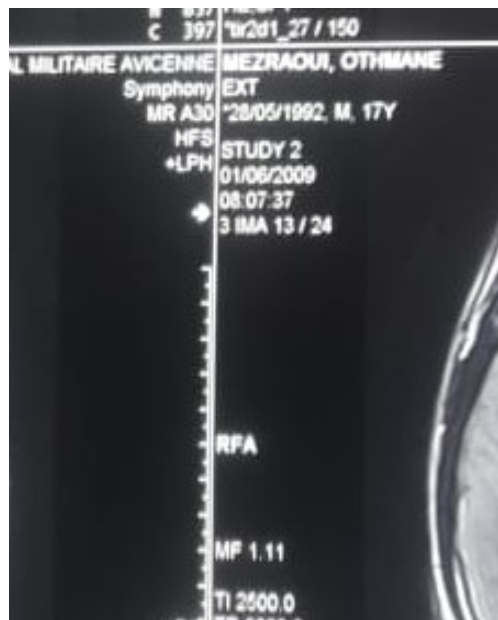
IRM cérébrale en séquence pondérée T2 FLAIR selon un plan axial : montre une thrombose du sinus longitudinal supérieur.
